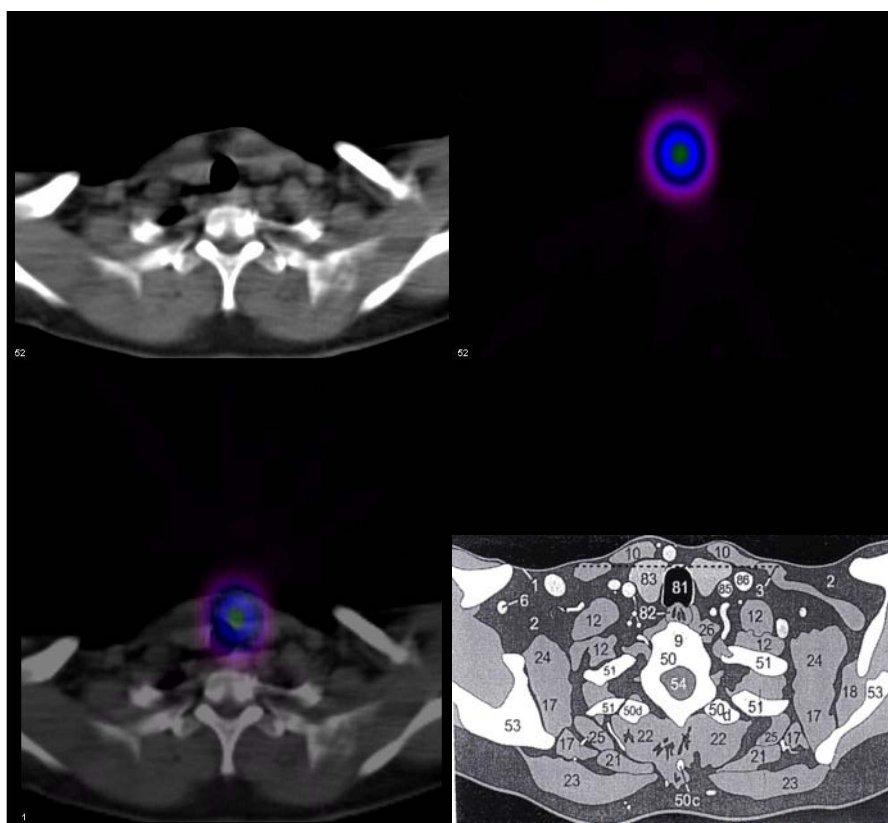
Correlação entre a localização da área iodoconcentrante ao SPECT-CT e a localização da área no corte transaxial do atlas, que no corte acima está no nº 83 que corresponde ao leito tireoideano.
